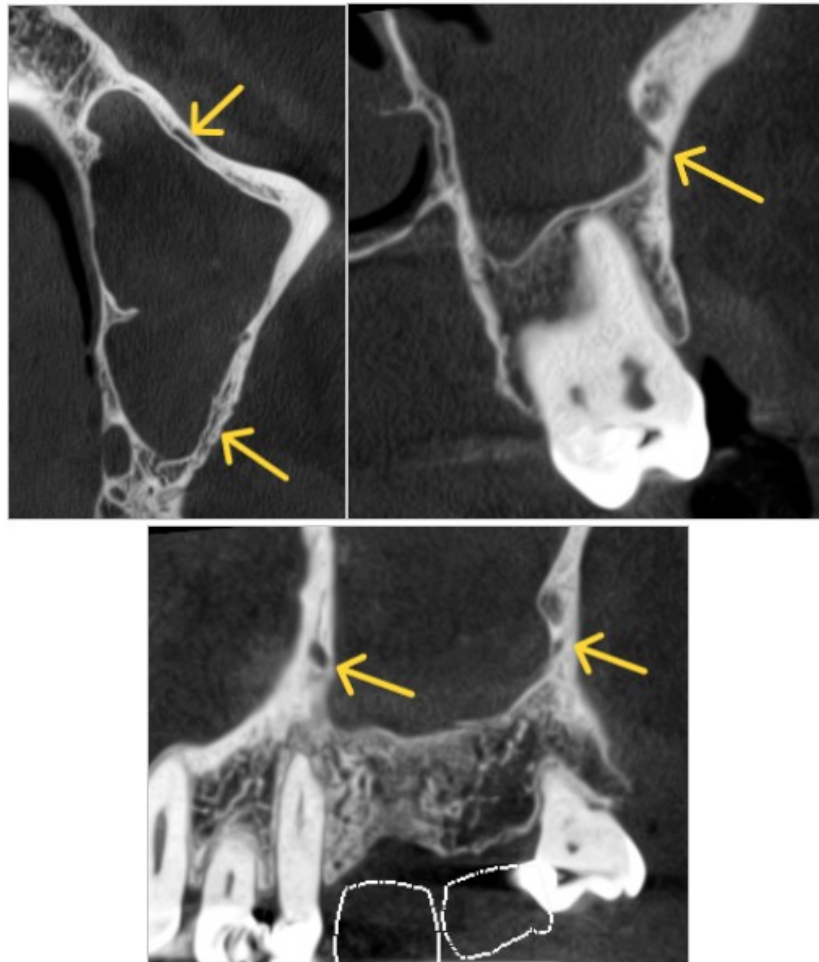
Coupes de cone beam dans les plans horizontal, frontal et parasagittal illustrant l'artère alvéolo-antrale intra-sinusienne dans le sinus maxillaire gauche (images provenant du cabinet du Dr Hubert Legrand).
